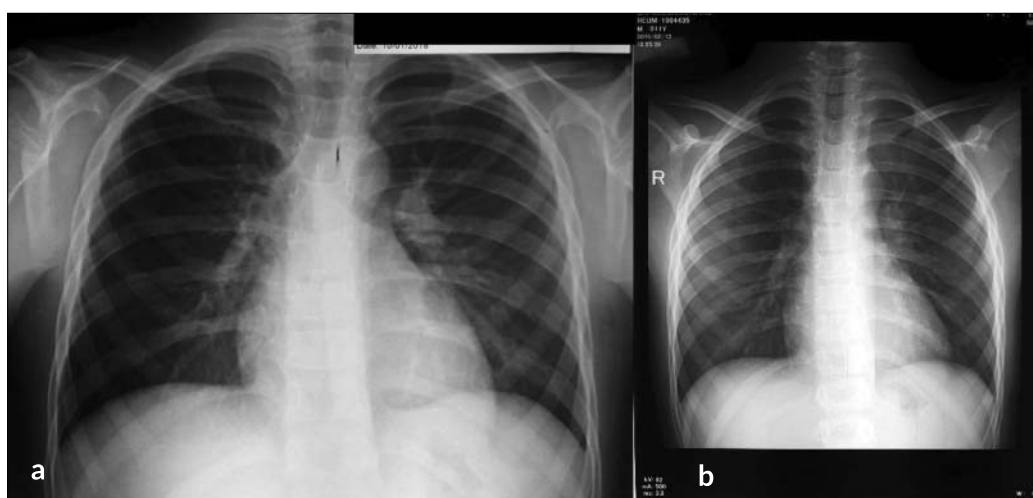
One year chest X-ray evolution in suspected hip tuberculosis: a) hyperinflation and bilateral enlarged lung hilum with no signs of supracostal opacities; b) bilateral enlarged lung hilum with no signs of supracostal opacities
